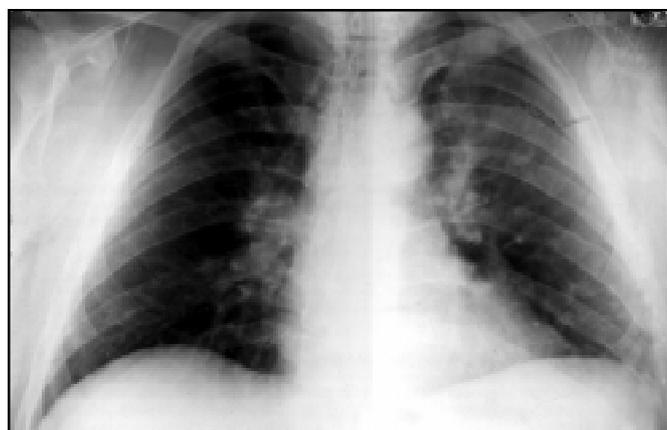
Динамічне рентгенівське спостереження хворого С. через 7 років. Зростання змін у легенях та середостінні
